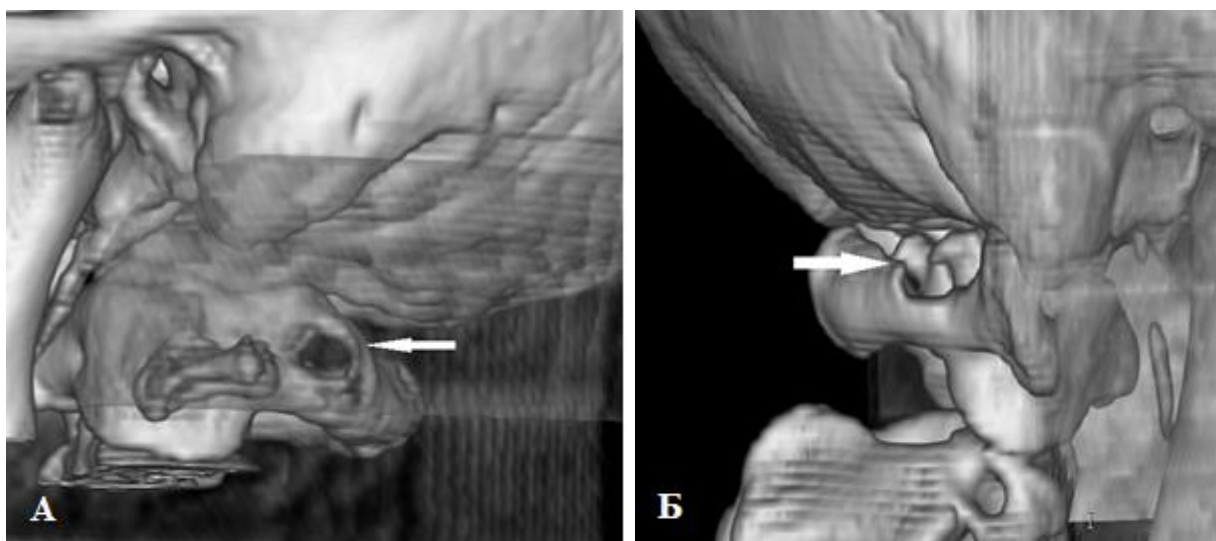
Пациент М. 16 лет. Компьютерная томография с 3D-реконструкцией. Краниовертебральное сочленение: А) заднее полное кольцо Киммерле слева, Б) неполное кольцо справа.
